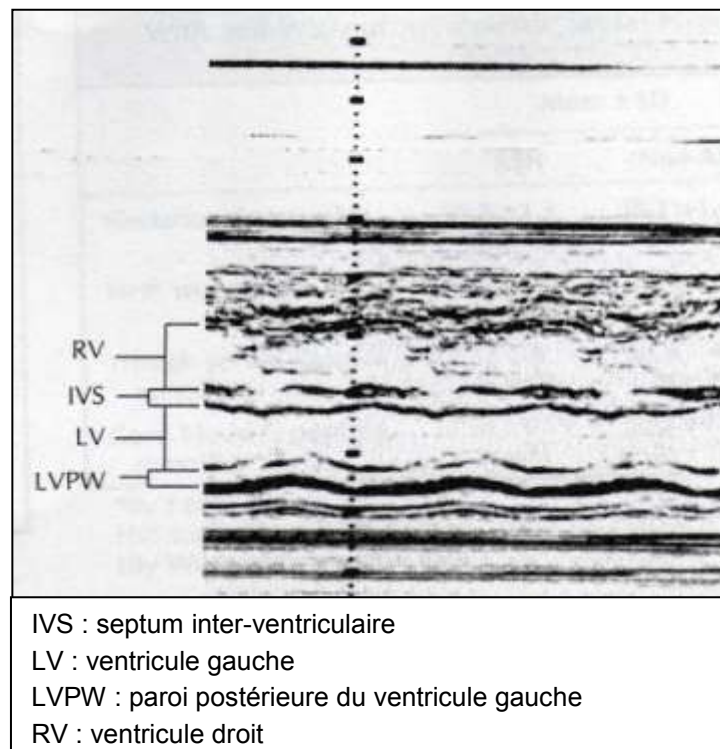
Echocardiographie en mode TM passant par le SIV [22]
